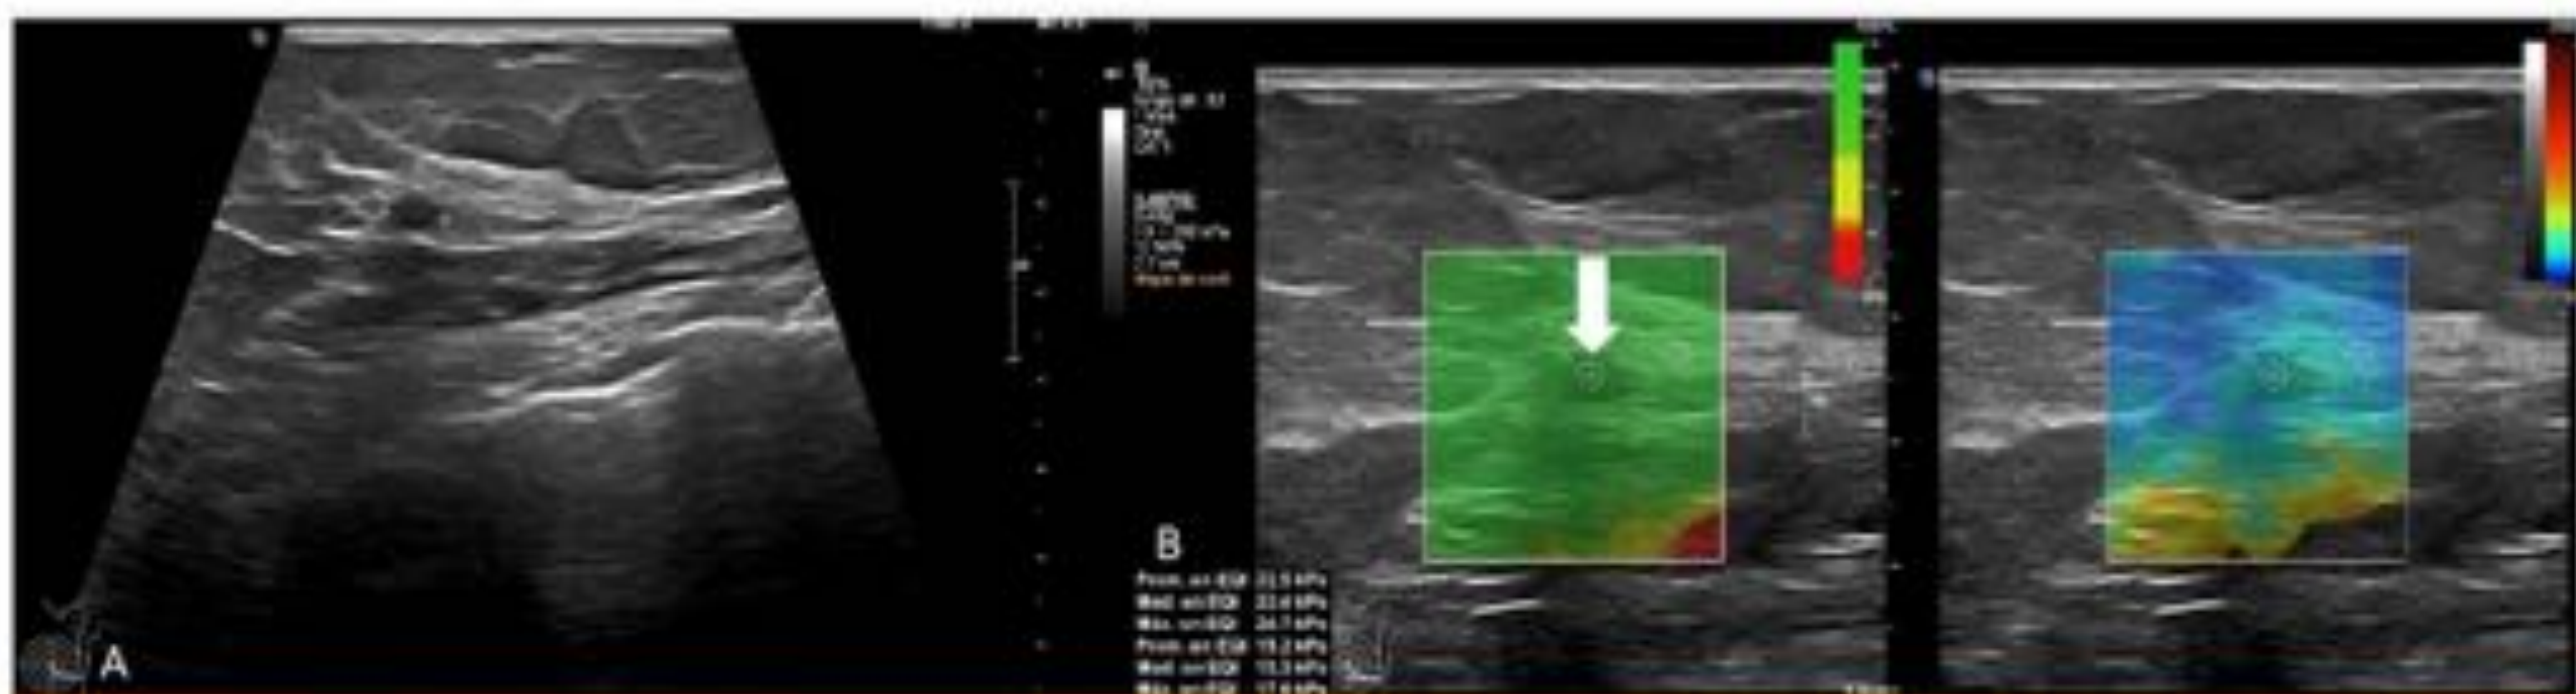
Mujer de 66 años en seguimiento tras tratamiento de carcinoma, actualmente libre de enfermedad, valorando en al ecografía:
